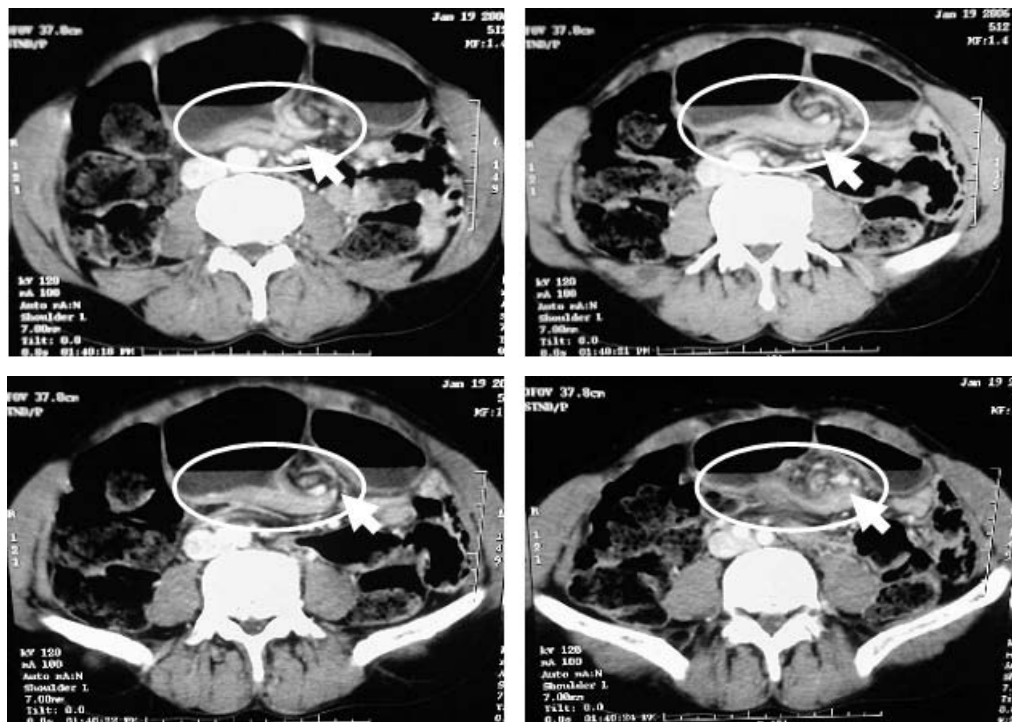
Coupe TDM avec injection de produit de contraste. Une volumineuse anse sigmoïdienne est mise en évidence au centre de la cavité abdominale. L'enroulement de l'anse sigmoïdienne autour de son méso graisseux (tête de flèche) constitue le "whirl sign". Le degré d'enroulement des vaisseaux Mésentériques est modéré(63).
